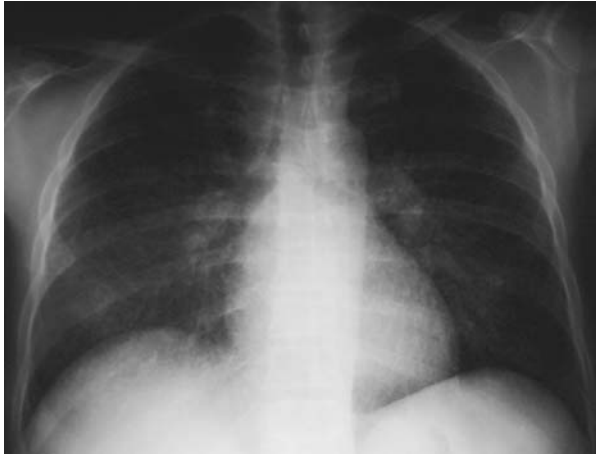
Radiografía de tórax en proyección PA que muestra un patrón intersticial micronodular difuso.
